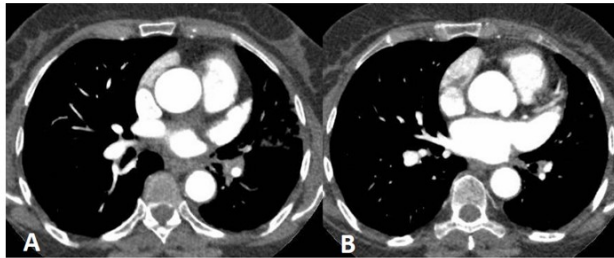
Tomografía con contraste. A: Vena Pulmonar Inferior Izquierda ocluida. B: Vena Pulmonar Superior Izquierda ocluida.
